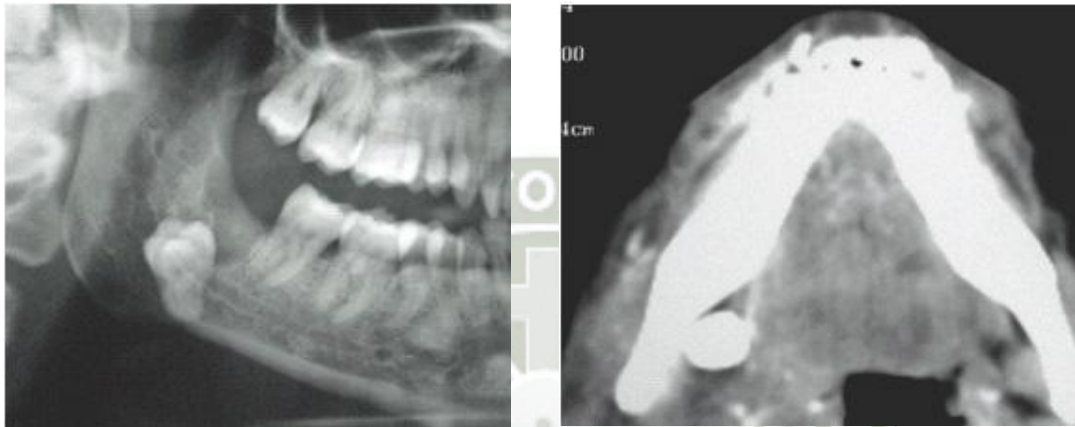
Ortopantomografía y tomografía computarizada que evidencia el desplazamiento de la pieza 4.8 tras el intento de extracción por vía intraoral.
